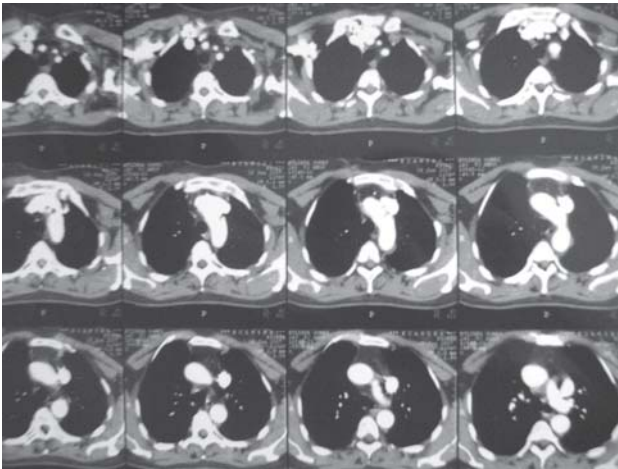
A angiotomografia computadorizada mostrou a presença de veia cava superior patente à direita, presença de tronco venoso braquiocéfálico esquerdo drenando para veia cava superior esquerda persistente, a qual desce ântero-lateralmente ao arco aórtico e drena para o seio coronariano, posteriormente ao átrio esquerdo. Veia cava inferior presente. Arco aórtico e vasos supra-aórticos com calibre e contrastação preservados
